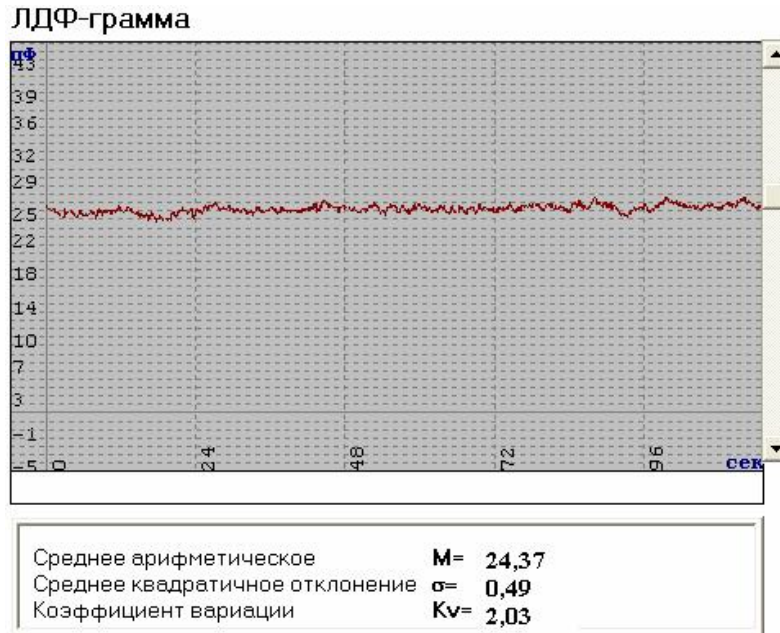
Пример ЛДФ-граммы монотонного типа с высокой перфузией.
